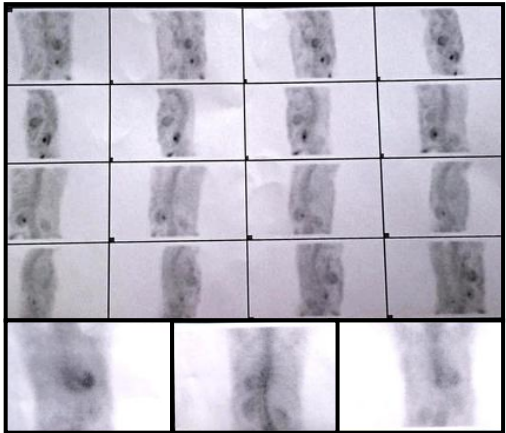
Cintilografia Miocárdica com infusão intravenosa de pirofosfato-99mTc, nas projeções anterior e posterior do tórax, realizadas imagens SPECT do tórax após 3h. Observa-se concentração anormal do radiofármaco no miocárdio (grau III na análise visual semiquantitativa). Análise quantitativa (ROI miocárdio / ROI contralateral) igual a 1,61. Estudo sugestivo de amiloidose cardíaca tipo TTR.
